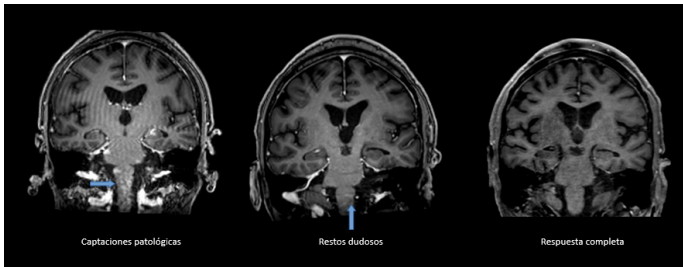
RMN cerebral al diagnóstico con lesiones patológicas en bulbo, restos dudosos a los seis meses del inicio de inhibidores de BTK y respuesta completa a los dieciocho meses.
